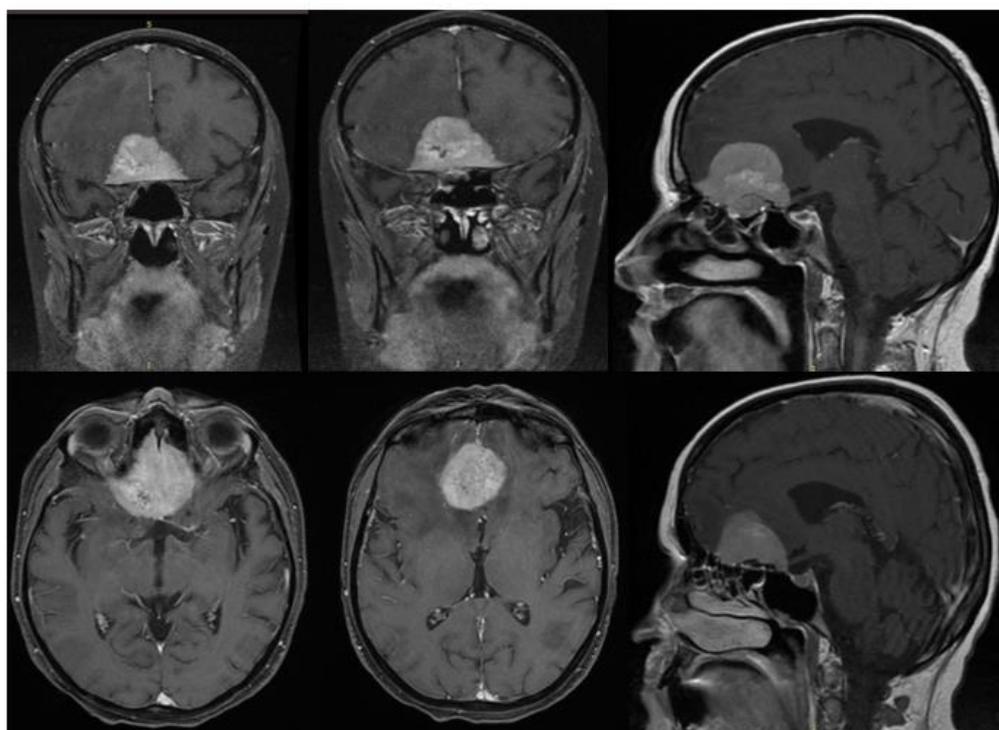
Studio RM encefalo con mdc pre-operatorio che mostra un OGM con maggiore estensione a destra
